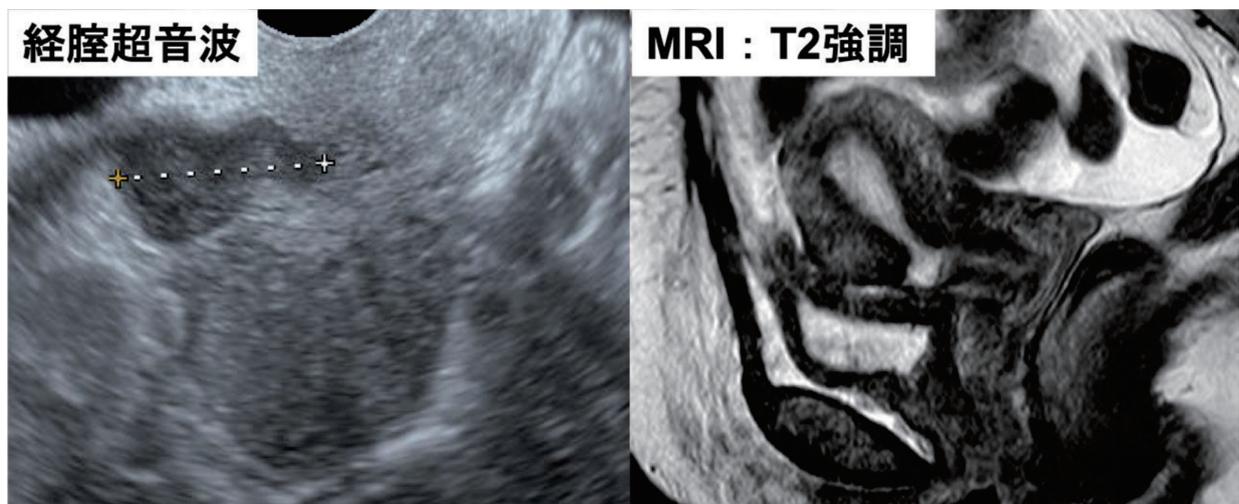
月経後出血を主訴に受診した際の経膈超音波断層像と骨盤MRI
